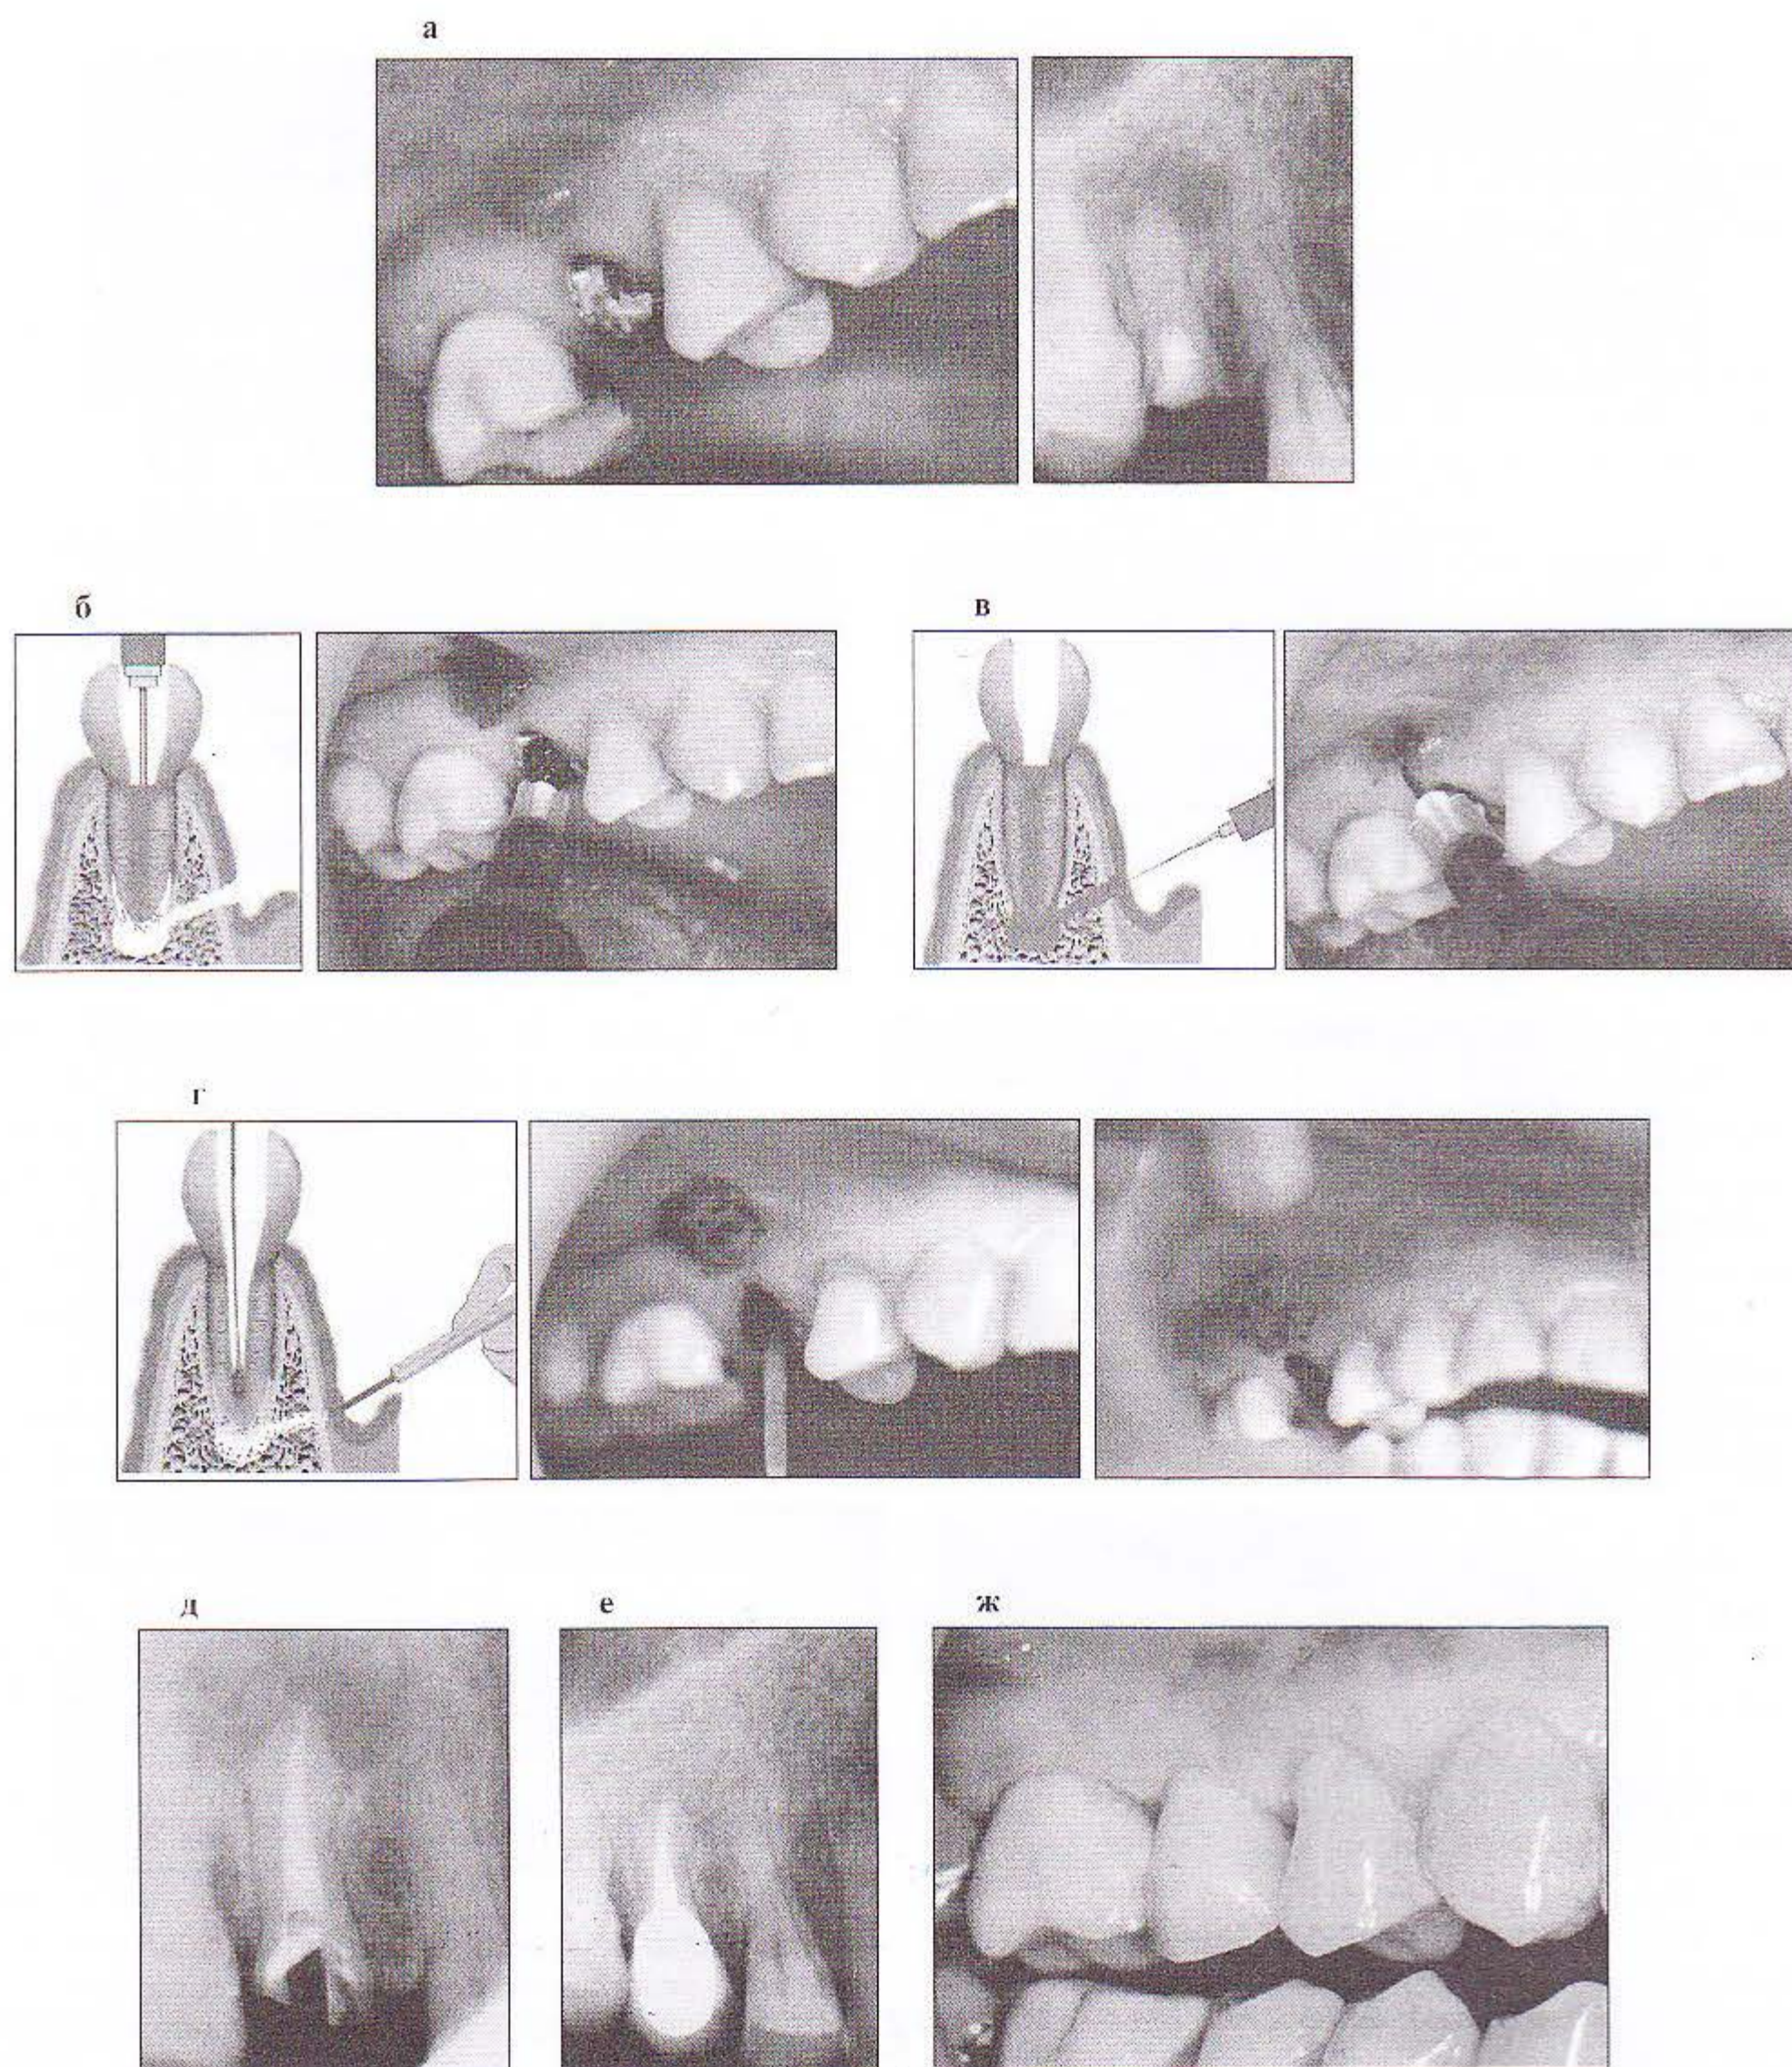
Хронический гранулематозный периодонтит: *а* – пациентка М. Хронический гранулематозный периодонтит 15-го зуба со свищевым ходом. Рентгеновский снимок до лечения; *б* – введение радахлорина внутриканально; *в* – введение радахлорина по свищевому ходу; *г* – БТС-терапия с использованием гибкого эндодонтического световода, введенного внутриканально, и универсального световода с плоским торцом; *д* – рентгеновский снимок после пломбирования 15-го зуба; *е* – рентгеновский снимок 15-го зуба через два года после лечения; *ж* – состояние полости рта в области 15-го зуба через два года после БТС-терапии
